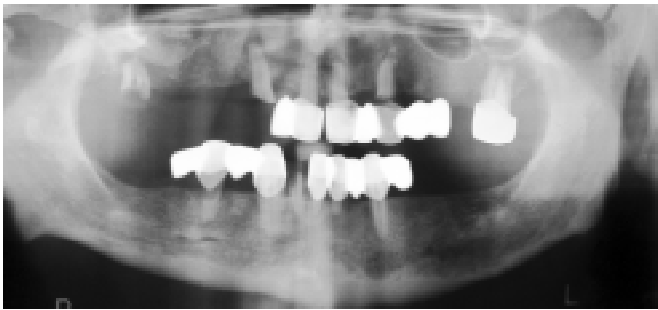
Ортопантомограма хворої Д., 52 років: на нижній щелепі зліва в ділянці проекції четвертого зуба визначається вогнище деструкції без чітких контурів розміром до 1 см
